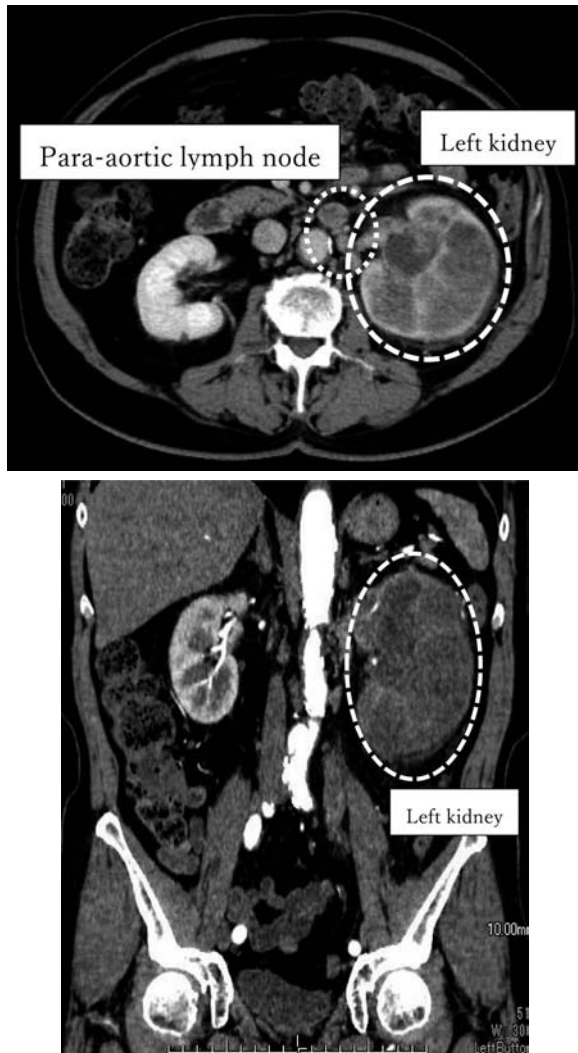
Enhanced CT showed parenchymal thinning of the left kidney and swelling of the para-aortic lymph nodes.
